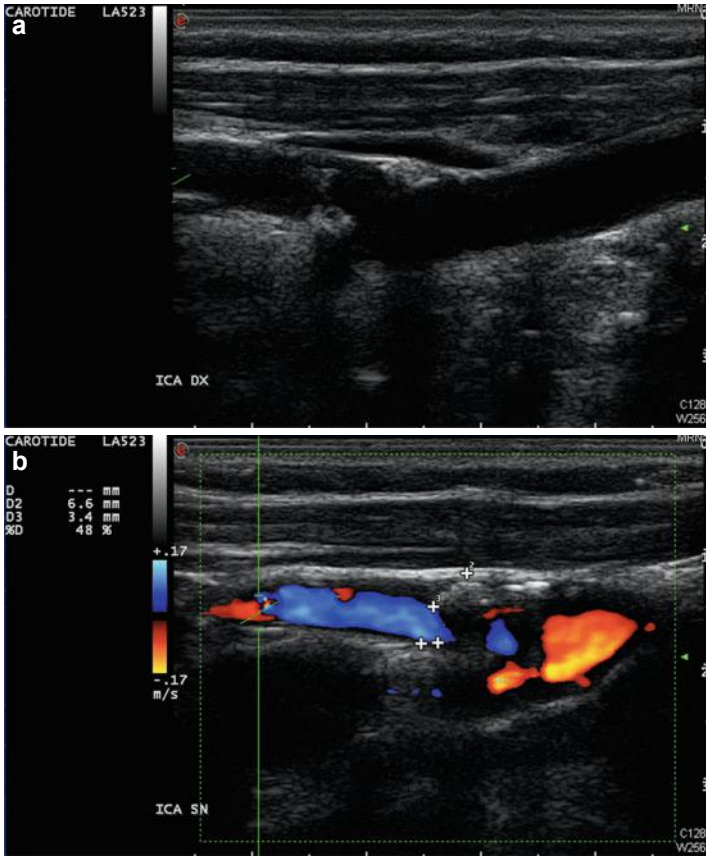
Carotid ultrasound at follow-up visit after 6 weeks: intima-media thickness at both carotid levels (right: 1.0 mm; left: 1.0 mm) with evidence of fibro-calcific atherosclerotic plaque, located at the right carotid bifurcation and internal carotid artery (a), resulting in 50 % stenosis of the vessel lumen (b)
